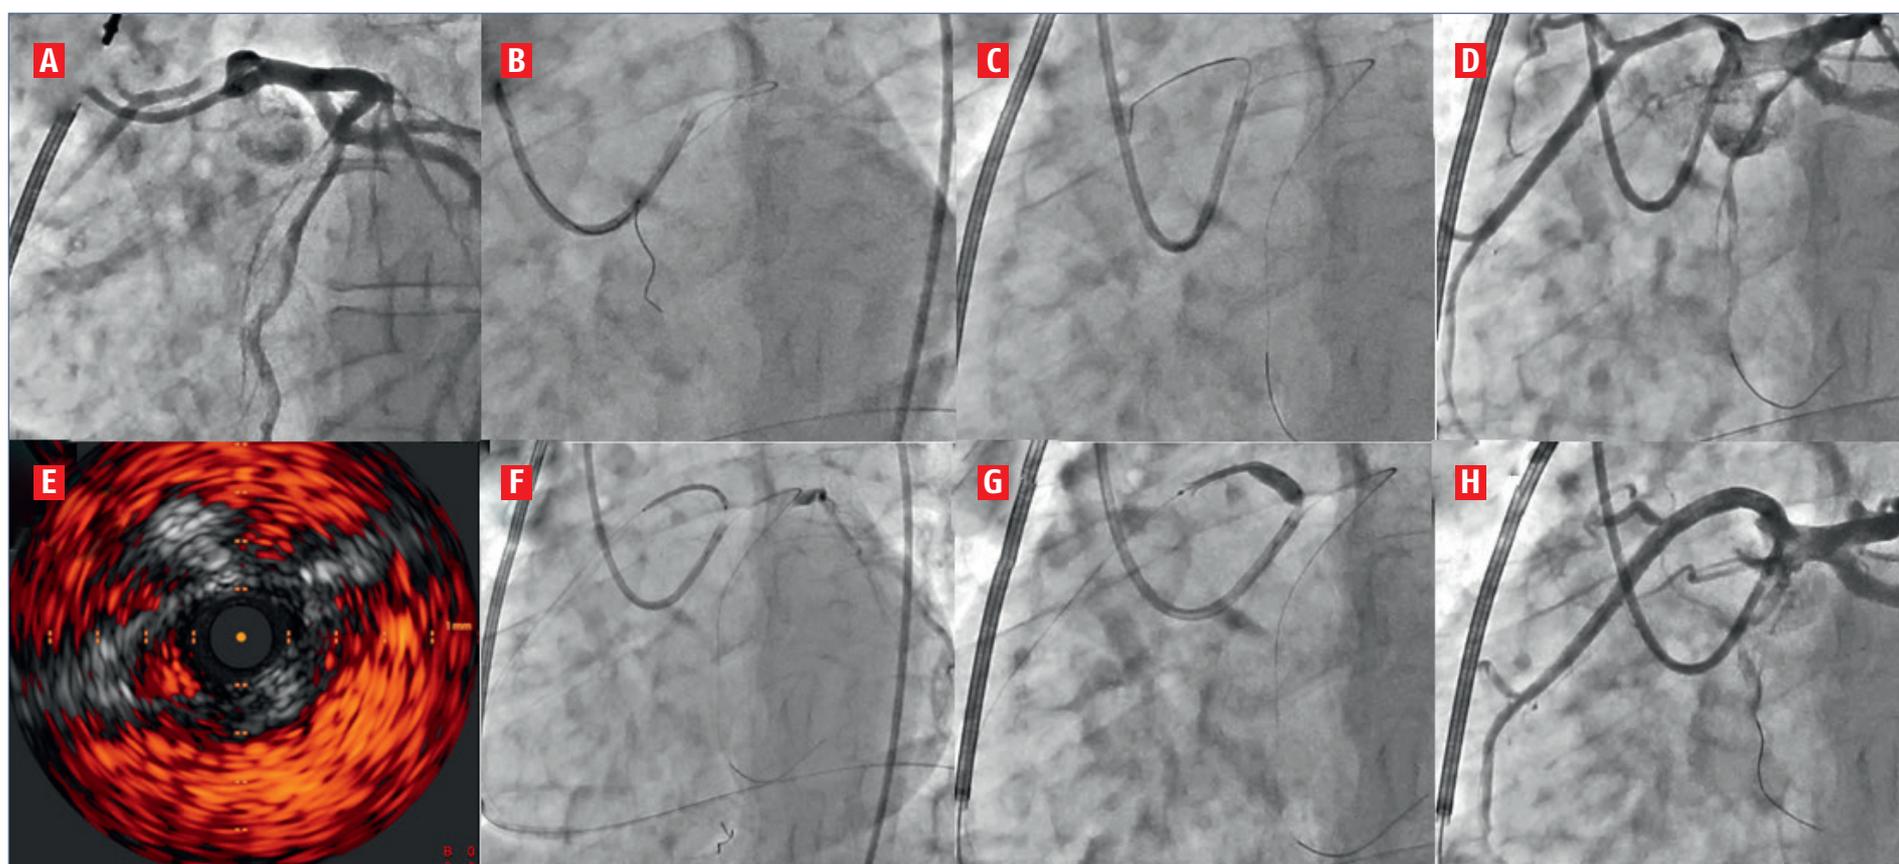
Technique d'angioplastie d'une artère coronaire droite connectée dans le sinus gauche avec un trajet interartériel. A : cathétérisme du tronc commun avec une sonde Extra-Back Up. B : mise en place d'un guide 0,014'' dans l'artère interventriculaire antérieure. C : mise en place d'un guide 0,014'' dans l'artère coronaire droite. D : visualisation du segment interartériel. E : confirmation d'un passage intramural aortique par échographie endocoronaire. F : mise en place du stent. G : implantation du stent. H : résultat après angioplastie.
